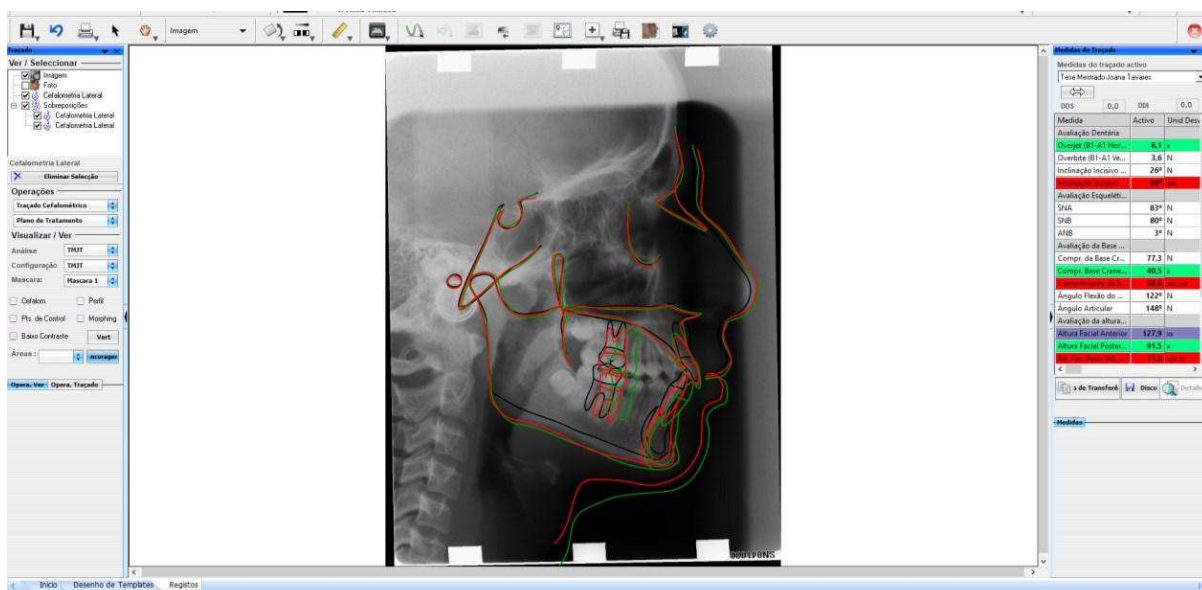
Sobreposição da telerradiografia de contenção (traçado cor verde) e inicial (traçado cor preta), com a telerradiografia final (traçado cor vermelha) em relação a S-Na, no software *Dental Studio-Nemoceph*® versão 11.3.38
